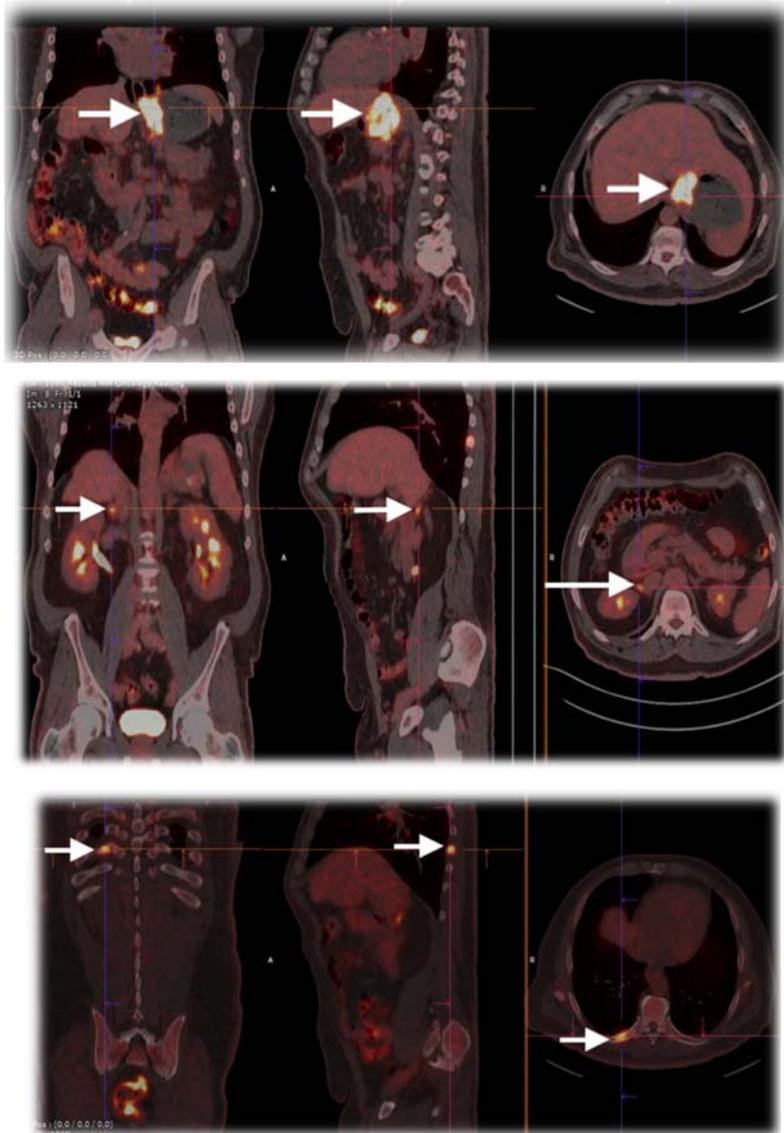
Afectación ganglionar del ligamento gastrohepático, metástasis suprarrenal derecha y en 9º arco costal derecho, en Imágenes del PET.
